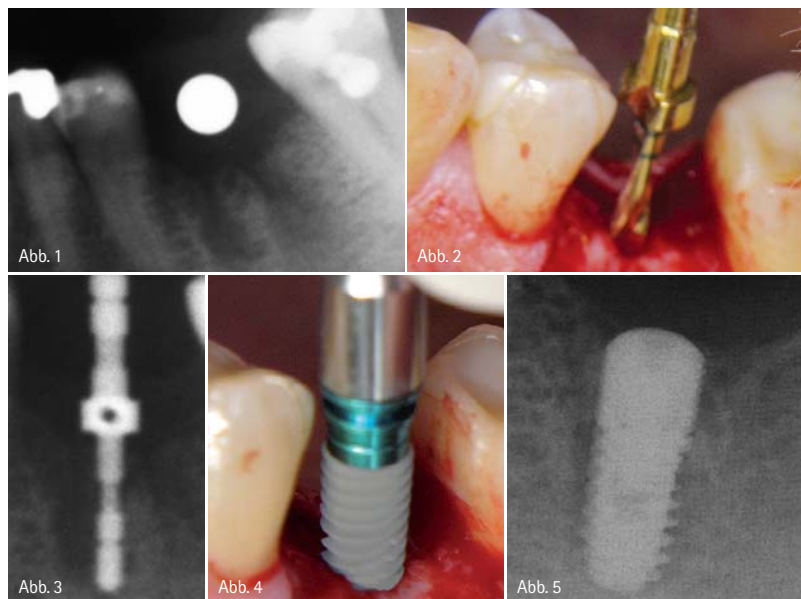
Kugelmessaufnahme. – Abb. 2: Pilotbohrung. – Abb. 3: Röntgenmesspfosten. – Abb. 4: Einbringen des TSIII Implantats. – Abb. 5: Röntgenmesspfosten.
